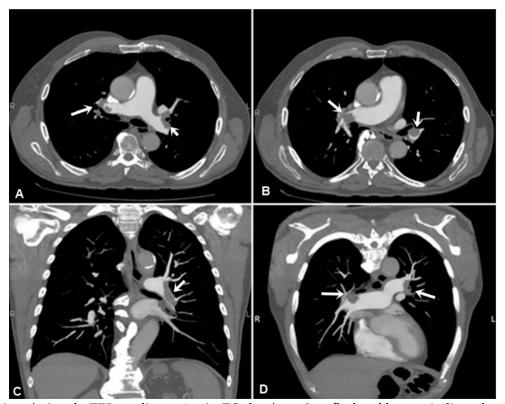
Diagnóstico de TEP mediante Angio-TC de tórax. Las flechas blancas indican la presencia de trombos (defectos de llenado) en el interior de las arterias pulmonares, hallazgo que confirma el diagnóstico de tromboembolia pulmonar. Fuente: "Tromboembolismo pulmonar y sus complicaciones en el AngioTAC de tórax", por D. F. Donado, 2022, GoConqr.
